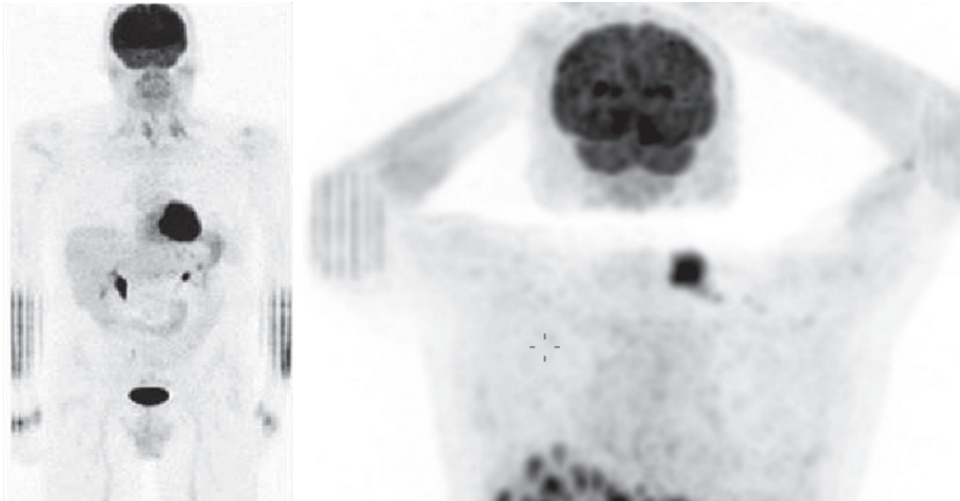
PET/BT incelemesinden bir gün önce baryum kontrastı alan hastanın artefaktlı görüntüsü.
